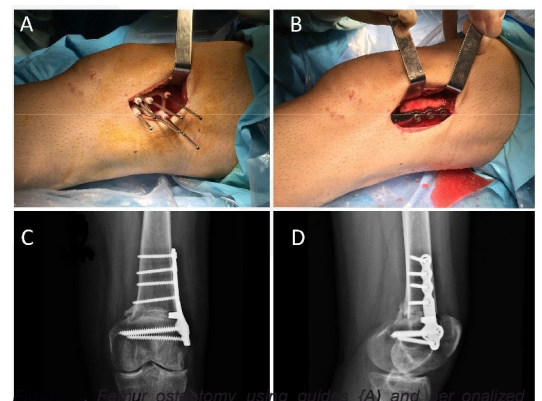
Intraoperative view of the knee joint using the personalized guide (A) and personalized plate (B), and control X-ray (C, D).
